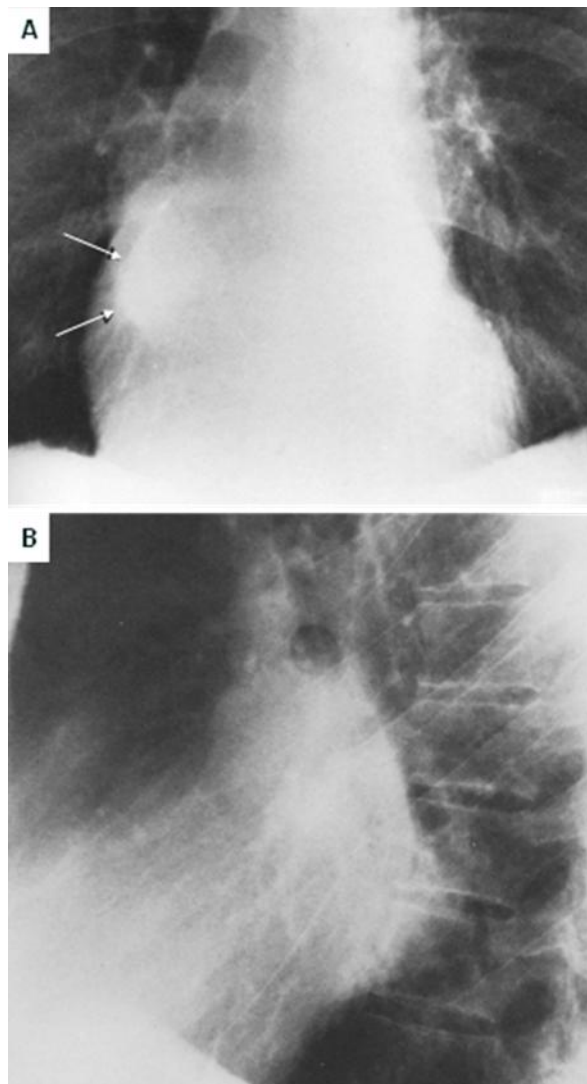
80. A. Radiografía frontal de tórax, paciente con cardiopatía reumática. Hay aumento del tamaño de la aurícula izquierda que se ve como una densidad bien definida por dentro del contorno cardiaco derecho (flechas). B. Proyección lateral que confirma el crecimiento de la aurícula izquierda.
